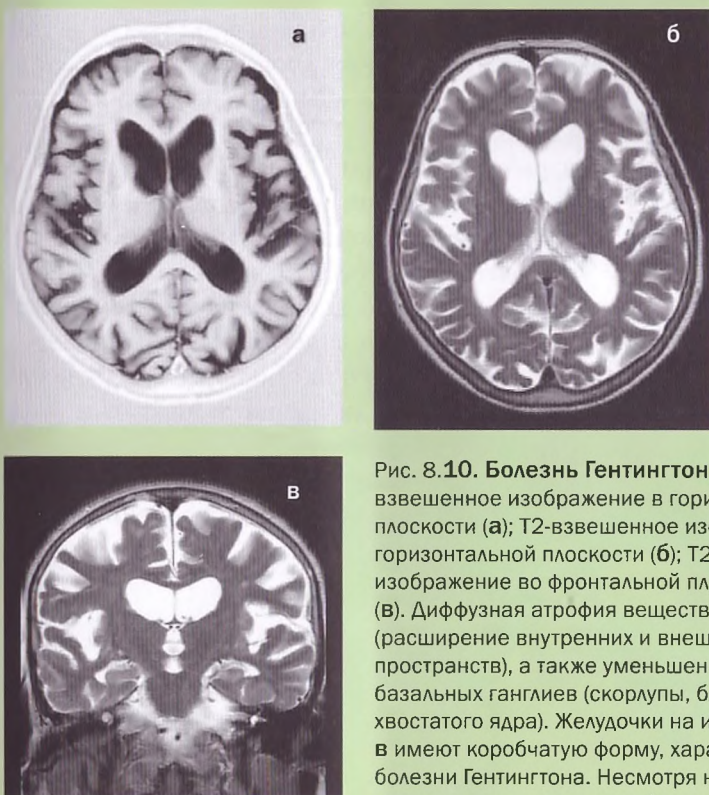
Болезнь Гентингтона. МРТ, T1-взвешенное изображение в горизонтальной плоскости (а); T2-взвешенное изображение в горизонтальной плоскости (б); T2-взвешенное изображение во фронтальной плоскости (в). Диффузная атрофия вещества мозга (расширение внутренних и внешних ликворных пространств), а также уменьшение объема базальных ганглиев (скорлупы, бледного шара, хвостатого ядра). Желудочки на изображении в имеют коробчатую форму, характерную для болезни Гентингтона. Несмотря на атрофию, интенсивность сигнала от базальных ганглиев нормальная, в отличие от болезни Вильсона (рис. 8.12)
